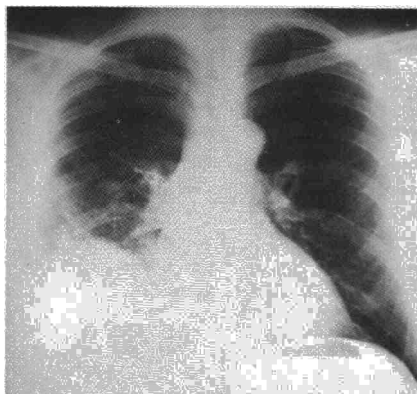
Radiografía de control realizada un mes después de la intervención, en que se aprecia una elevación del hemidiafragma derecho, secuela del acto quirúrgico.
